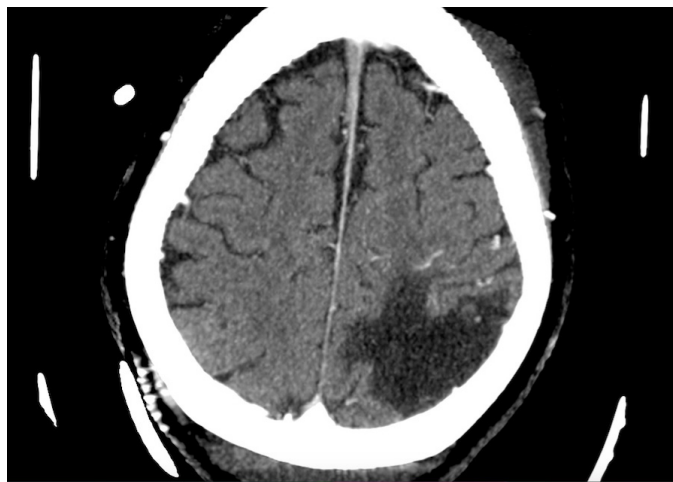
TAC de cerebro demostrando lesión isquémica secuestral parieto-occipital izquierda.
